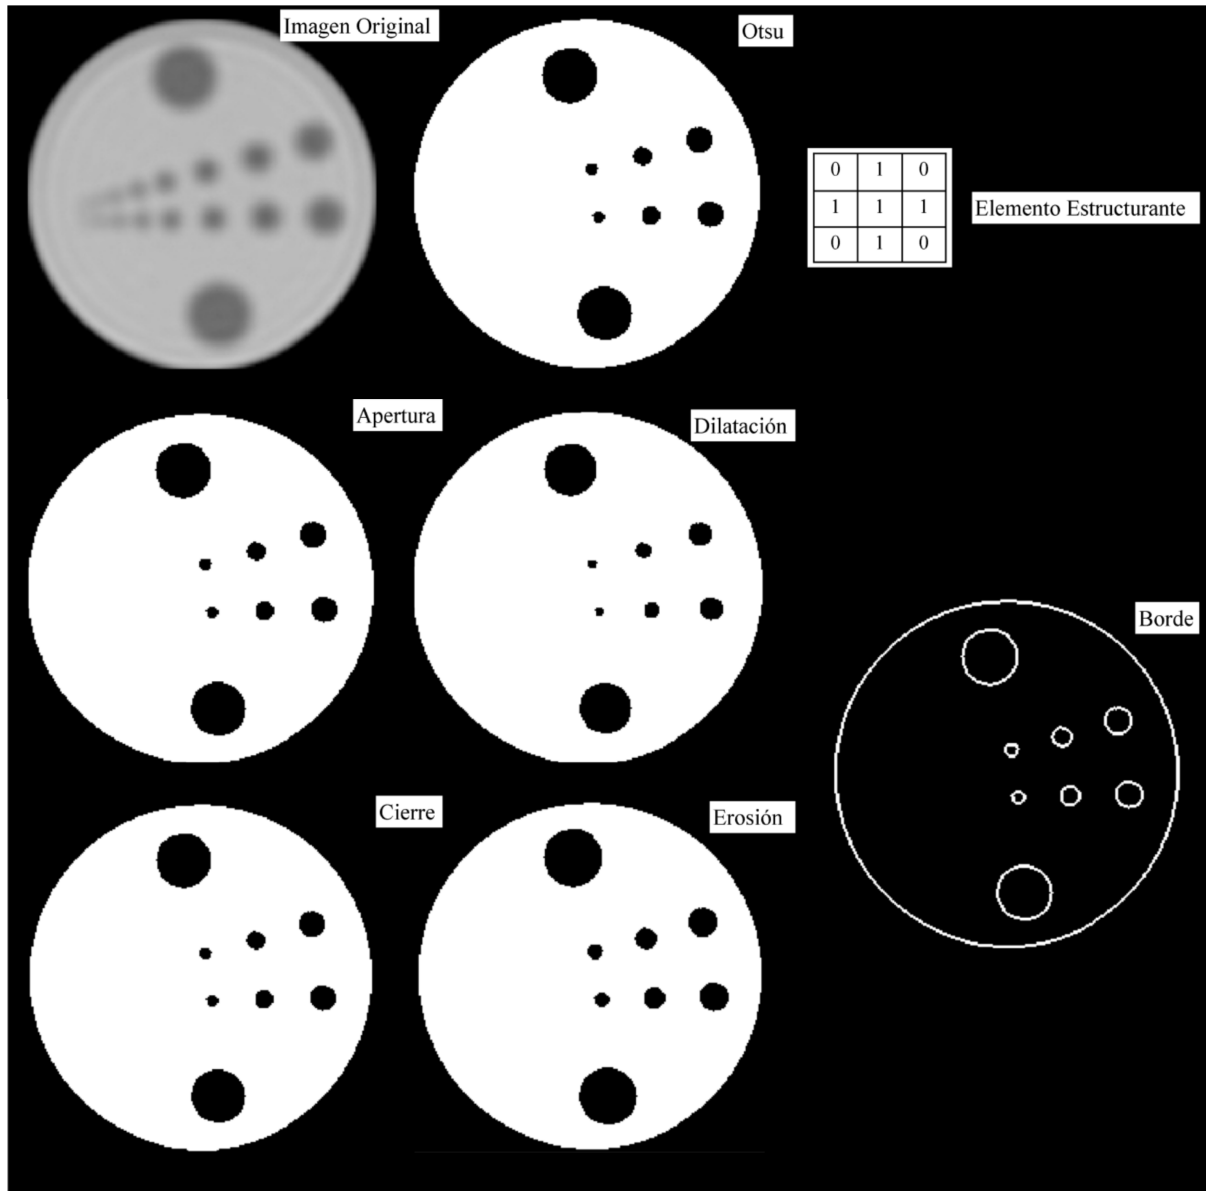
Resultado de aplicar las operaciones de morfología matemática de erosión, dilatación, apertura y cierre a una imagen binaria obtenida a partir de la segmentación por el método de Otsu de una imagen CT del slice central del fantoma NEMA en caliente de la figura 3.2, adquirida en FUESMEN por el tomógrafo comercial General Electric Discovery STE®. Pueden observarse además en la figura el elemento estructurante en forma de cruz utilizado, así como el borde de la imagen obtenido a partir de la resta entre las imágenes dilatada y erosionada.
